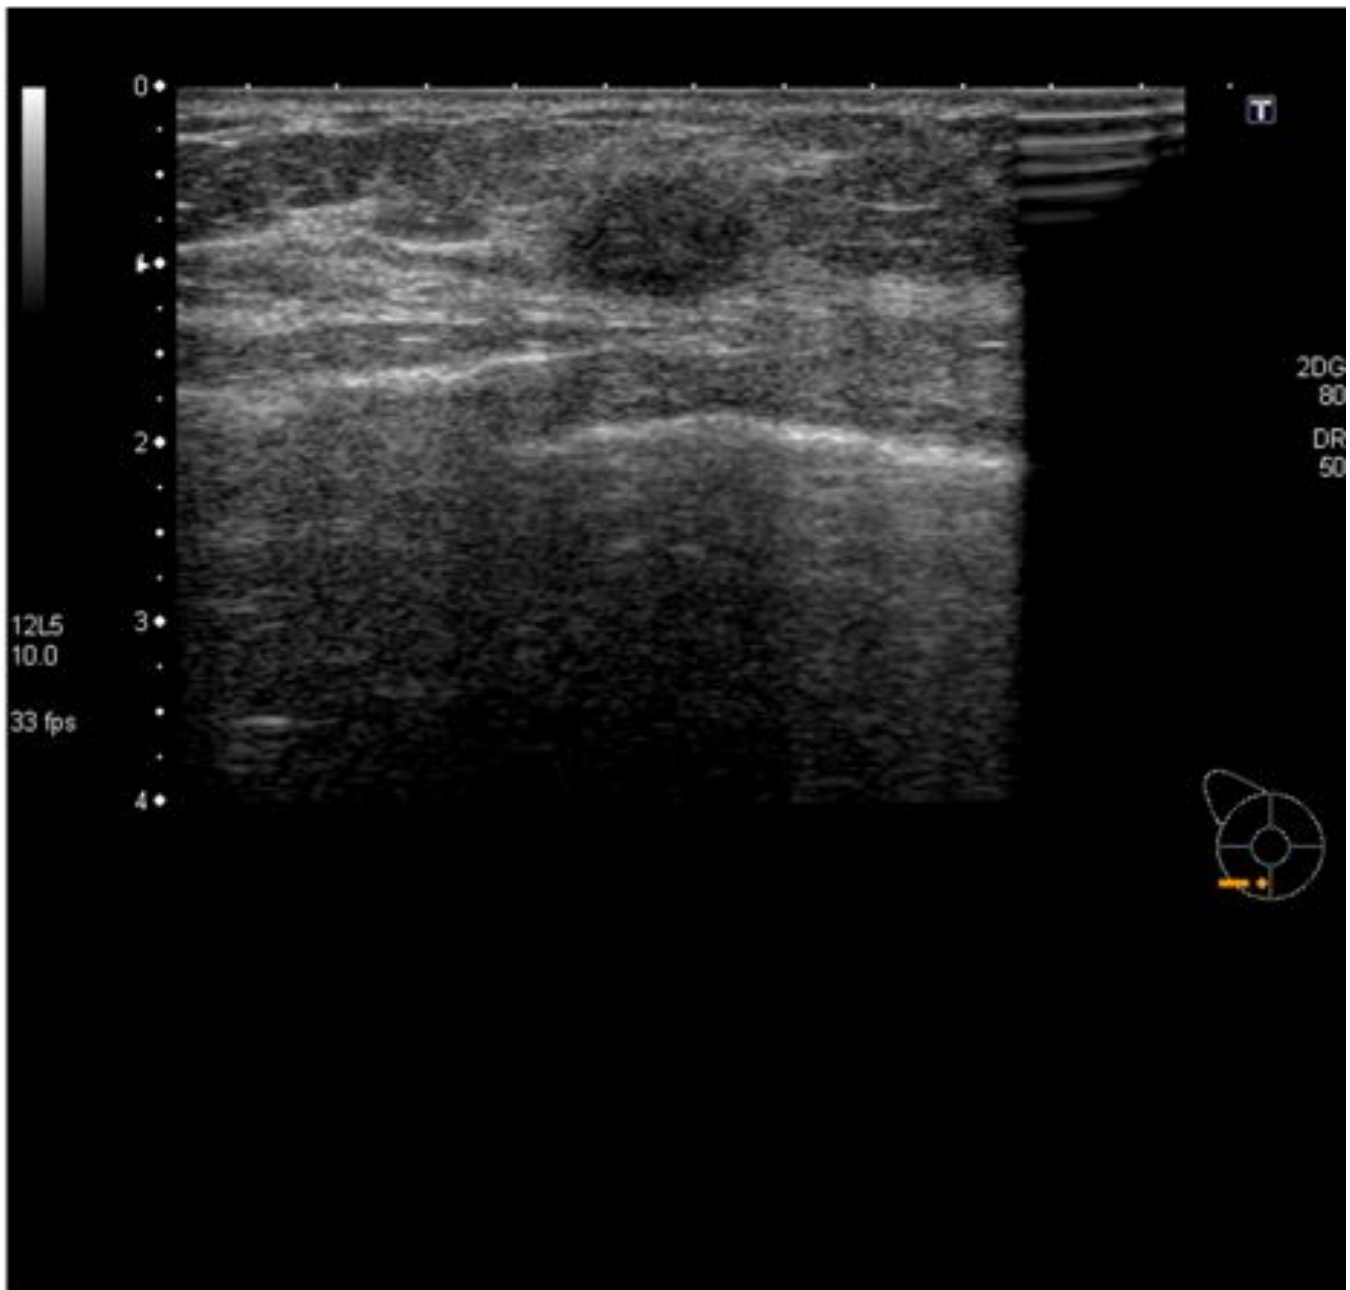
Ecografía de mama derecha con presencia de lesión BIRADS 4b localizada en línea intercuadrántica inferior con resultado de biopsia de neoplasia ductal infiltrante
